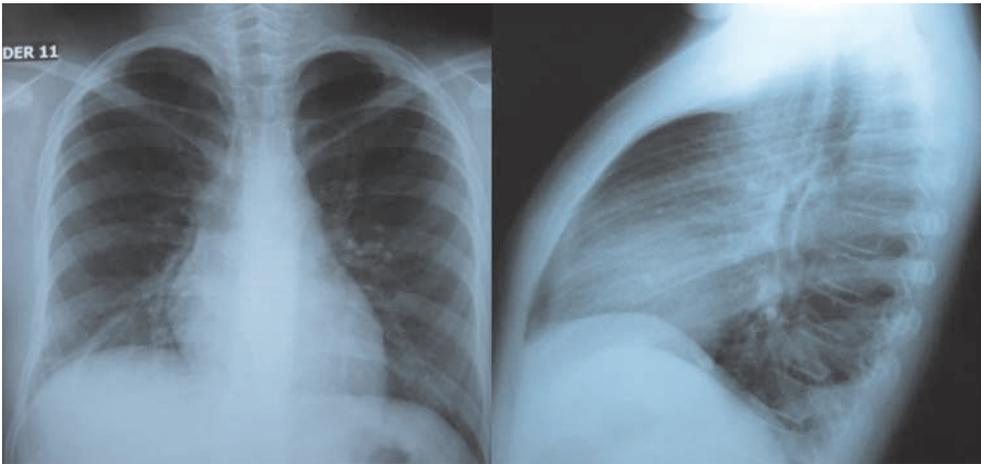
Imagen de radiografía anteroposterior y lateral una semana posterior a la extracción del molar en lóbulo medio derecho. Nótese la resolución de la atelectasia basal derecha y la consolidación.
